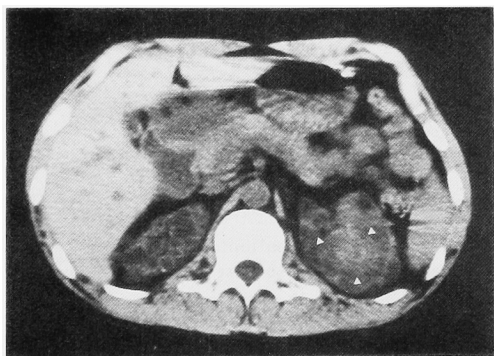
Unenhanced CT scan shows multiple bilateral renal cysts and mass (arrowheads) in the left kidney.
